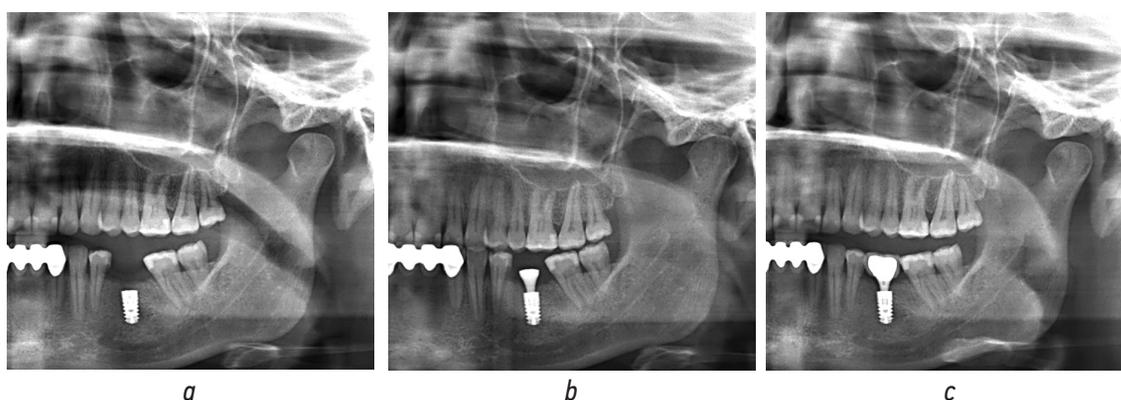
Пример папки с рентгенологическими исследованиями одного из пациентов. Персональные данные пациента зашифрованы в виде буквенно-числового кода
